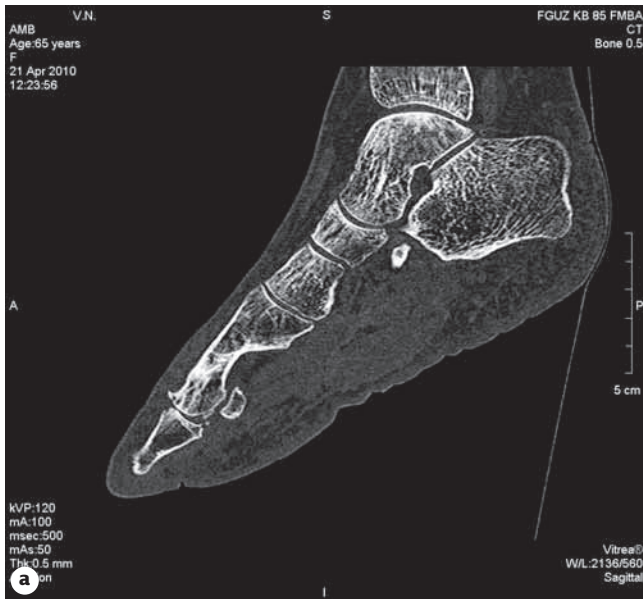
Больная Ф. (65 лет) {4}. Снимок сделан с помощью компьютерного томографа Aquilion 64, Toshiba (2010 г.). (а) Сагиттальный срез стопы. (б, в) Компьютерная реконструкция трехмерного изображения костей стопы.
